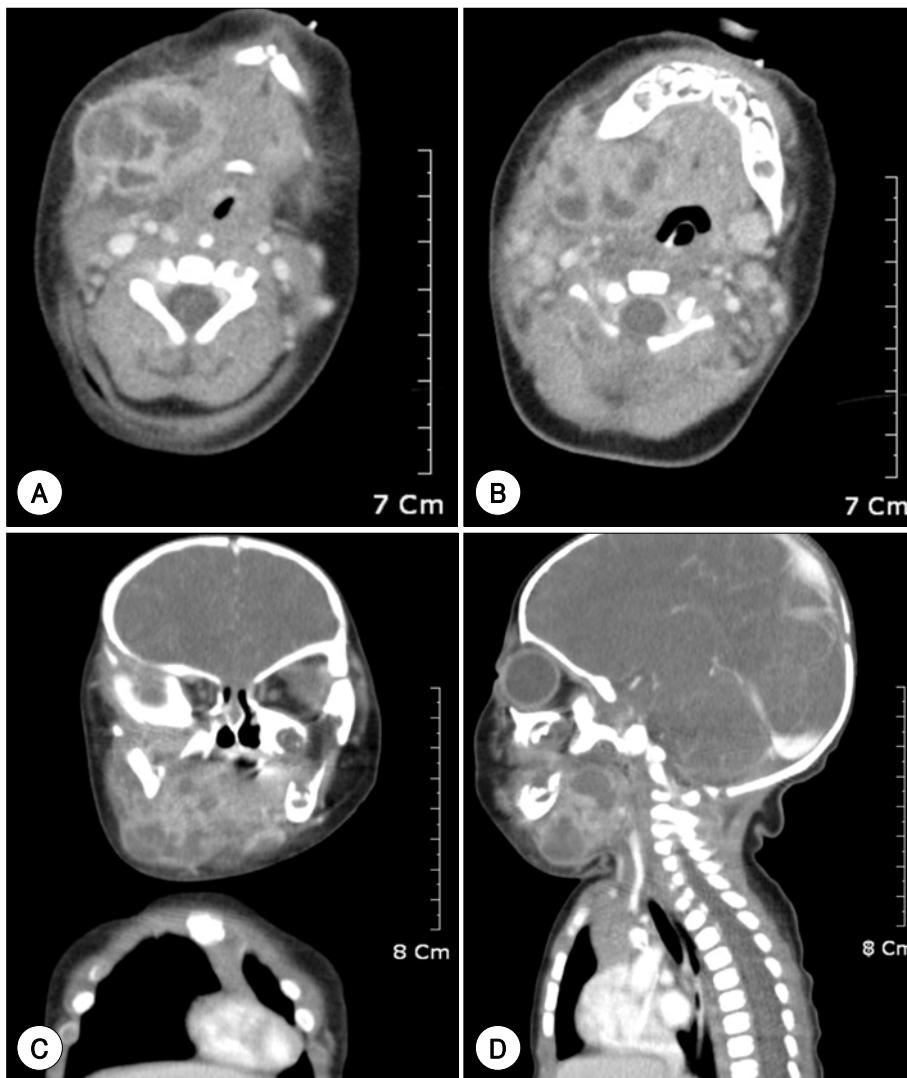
Preoperative contrast-enhanced CT scan. Axial (A and B), coronal (C) and sagittal (D) CT scan show some homogenous, hypodense area by ring enhancement extending from parapharyngeal space to submandibular space, but do not show right submandibular gland.
